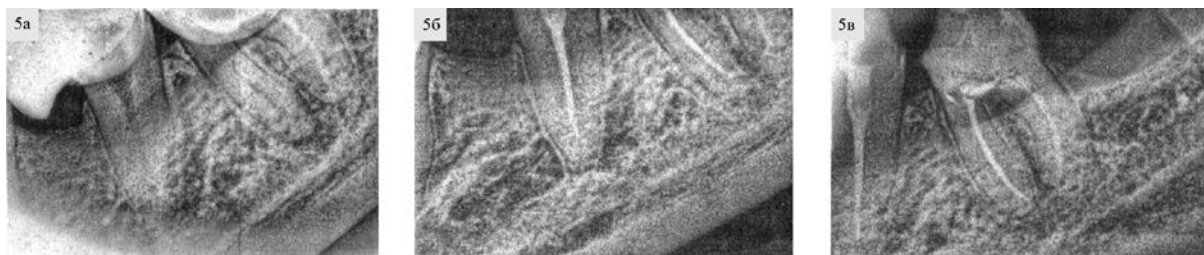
Рентгенограмма пациента С. Хронический гранулирующий периодонтит 3.6-го зуба: а) до лечения; б) через один год; в) через 18 месяцев после лечения электрофорезом
